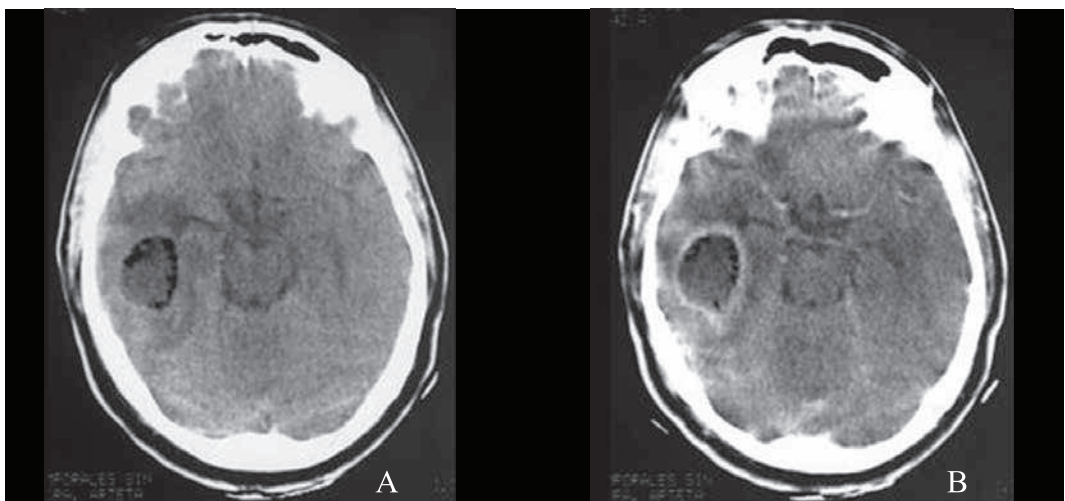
A: TC de Absceso cerebral sin contraste. EV : imagen redondeada hipodensa con halo de densidad aérea; B: luego del contraste. iodado se observa fuerte refuerzo periférico de la lesión
